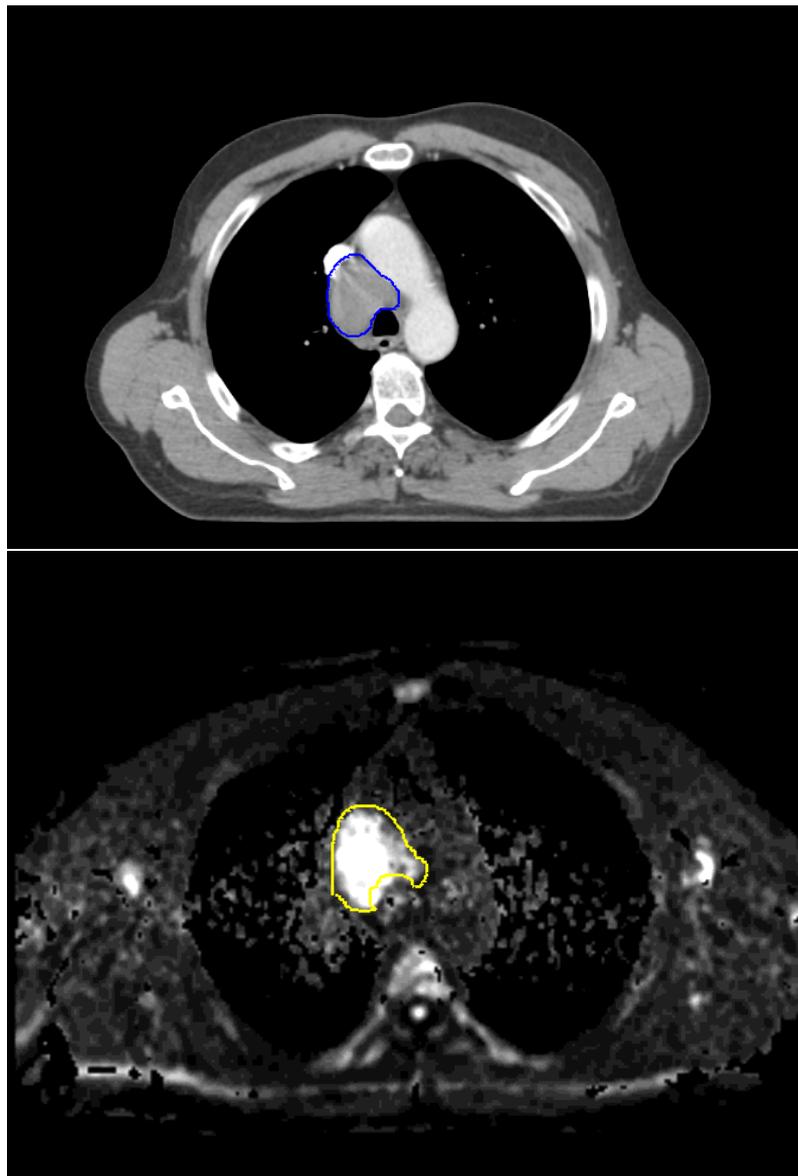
Fall 4: CT Abdomenfenster und DWI
